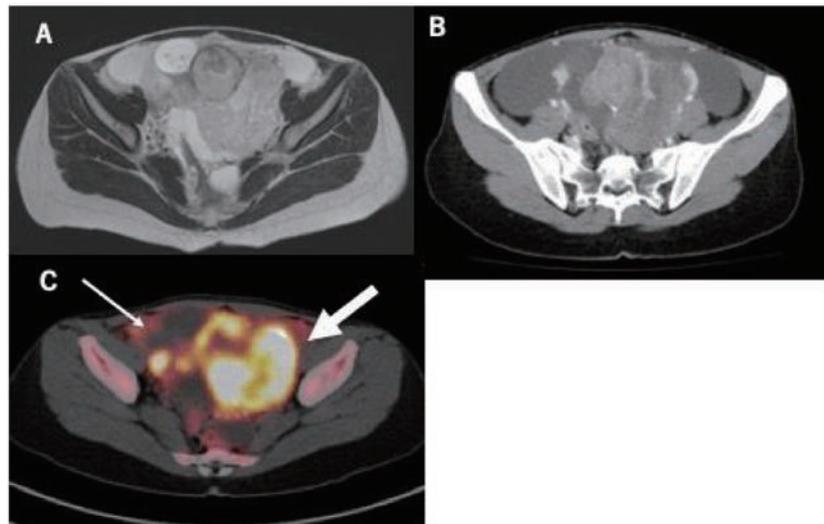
A：初診時のMRI，T2強調画像水平断 両側の付属器腫瘍に長径8cm以上の多房性囊胞性に充実部分を伴う腫瘤と腹水が認められる
